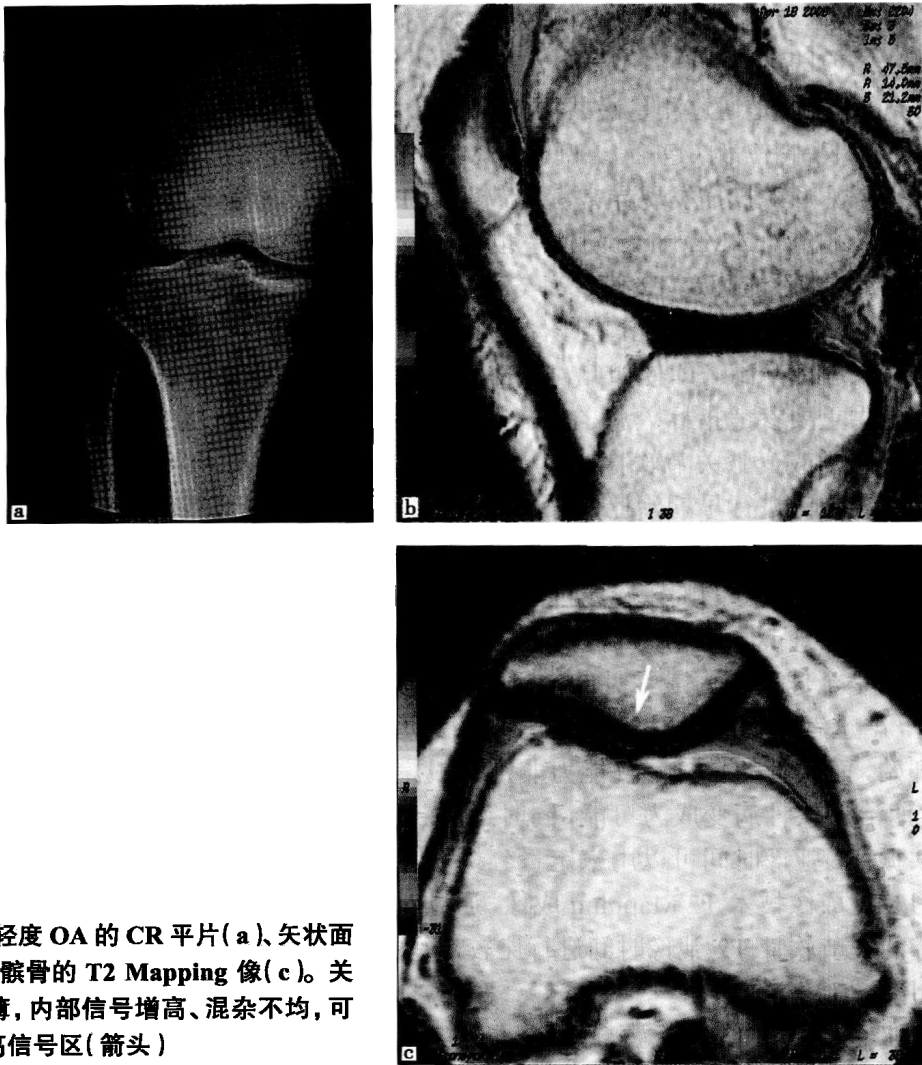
轻度 OA 的 CR 平片 (a)、矢状面 (b) 和轴面髌骨的 T2 Mapping 像 (c)。关节软骨变薄, 内部信号增高、混杂不均, 可见斑片状高信号区 (箭头)
